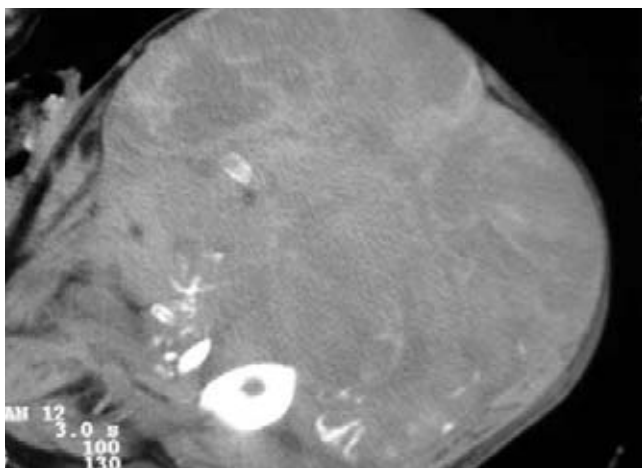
Tomografía axial computarizada. Caso de la figura 10.
